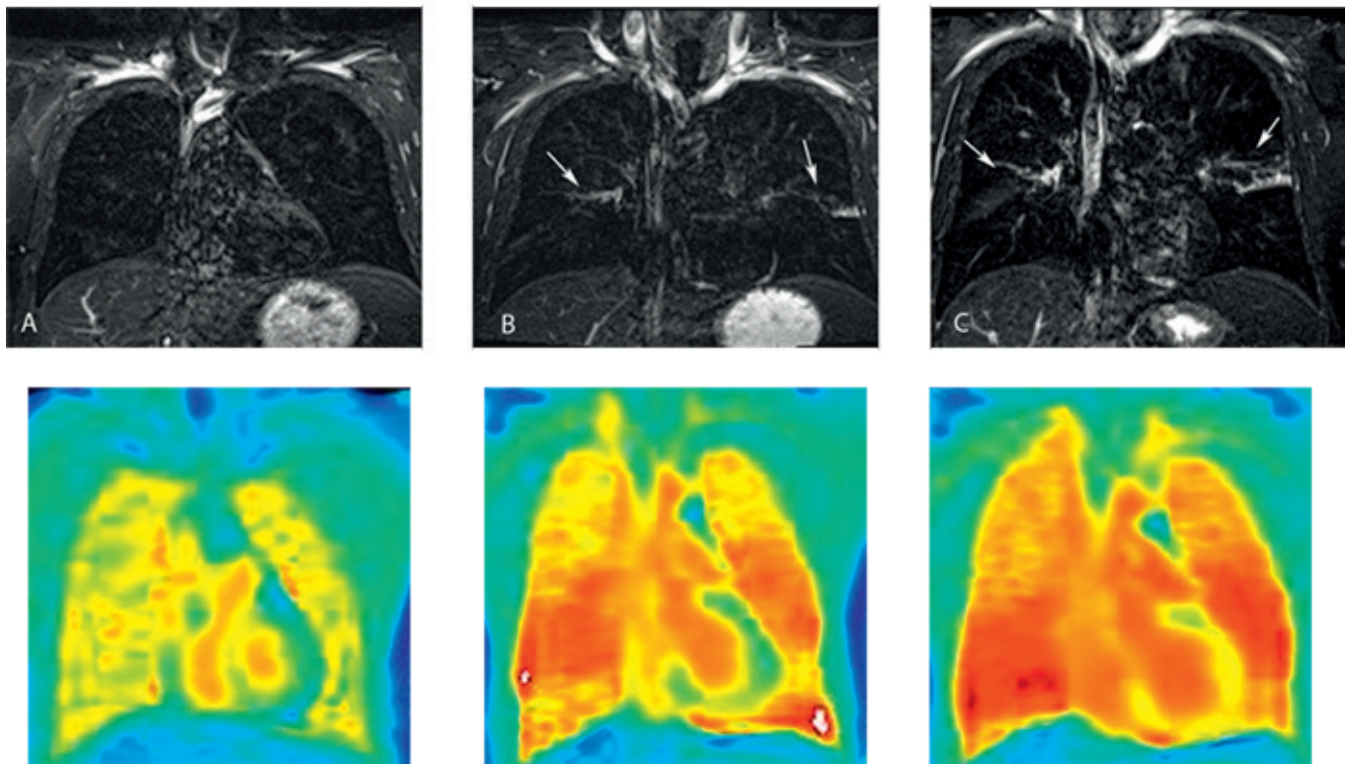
Kernspintomographische Darstellung der lokalen Entzündungsreaktion bei einem Patienten mit allergischem Asthma bronchiale vor (linke Bilder) sowie 6 Stunden (mittlere Bilder) und 24 Stunden (rechte Bilder) nach segmentaler Allergenprovokation. In der oberen Bildreihe sind Aufnahmen mittels TIRM-Sequenz (Turbo-Inversion Recovery-Magnitude magnetic resonance imaging) dargestellt. Die untere Bildreihe zeigt Intensitätskarten der Sauerstofftransferfunktion T1-gewichteter Aufnahmen bei 21% und 100% Sauerstoffatmung. Die Intensitätsunterschiede korrelieren gut mit der Entzündungsreaktion in der bronchoalveolären Lavage.
